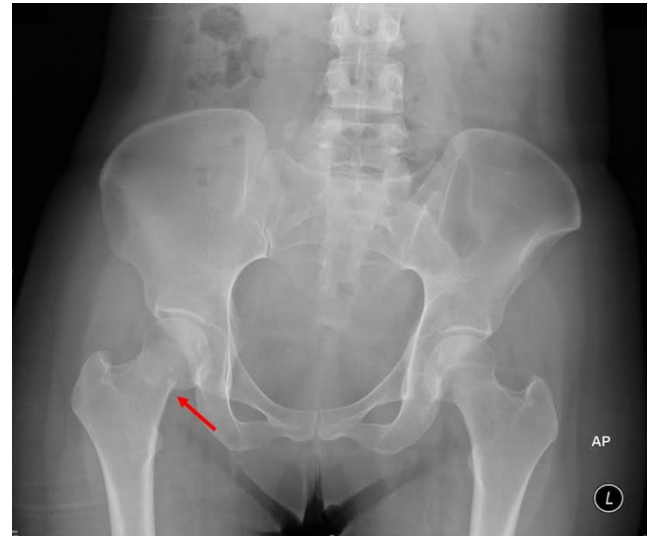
Plain radiograph pelvis (AP view) revealed right femoral neck fracture over the tension side (as shown by the red arrow) with otherwise good bone quality.
